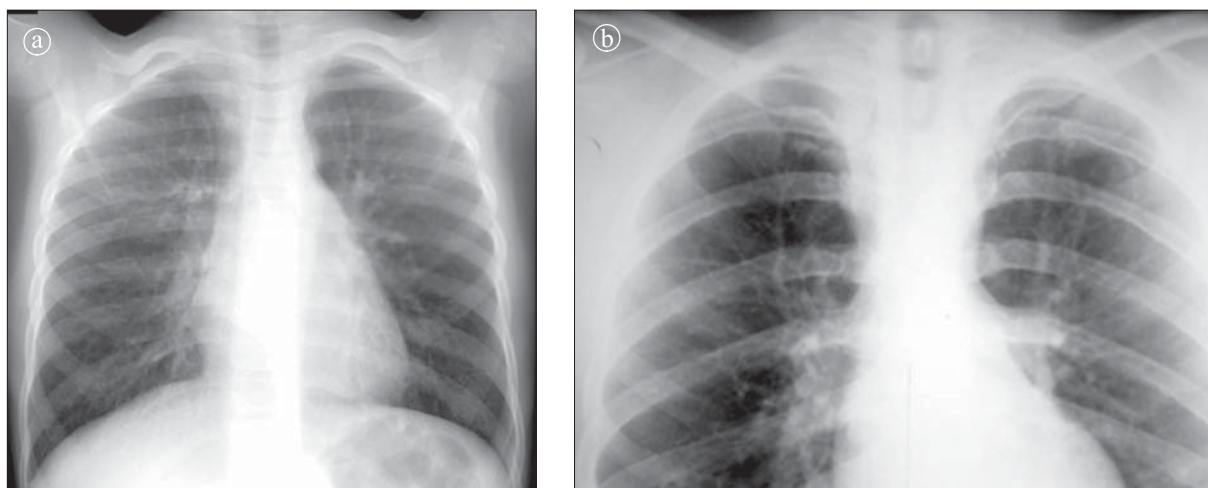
Coarctatie de aorta. 12 ani a) Radiografie toracică PA. Hipertrofie VS: vârful inimii rotunjit și deplasat către stânga. Aspect de cifră 3. Hipertensiune venosă. Eroziuni costale. b) Detaliu. Eroziuni costale.
